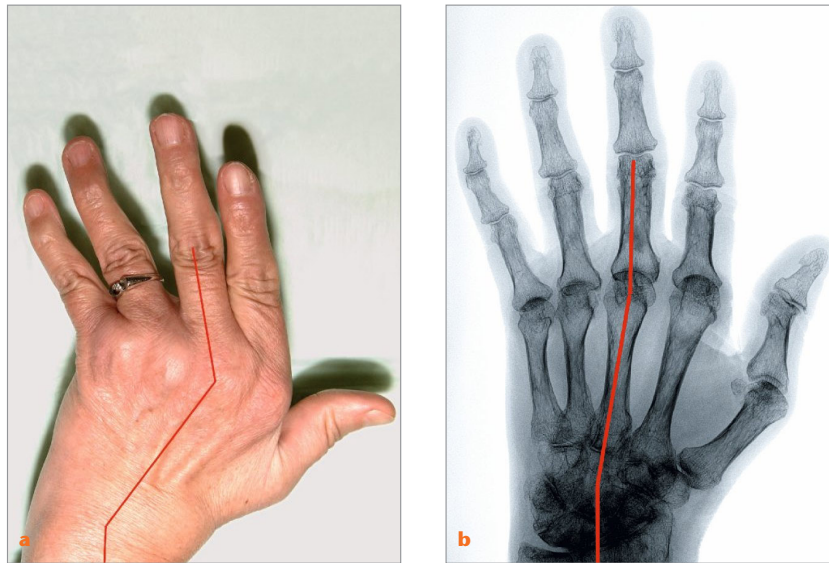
a Klinisches Bild der Handskoliose, die Fingerstrecksehnen sind in die Interdigitalräume abgerutscht, b dp-Röntgenbild der gleichen Hand. Cave: Die Röntgenassistentinnen und -assistenten legen die Finger zum Röntgen häufig grade hin, wodurch die wahre Fehlstellung unterschätzt wird!
